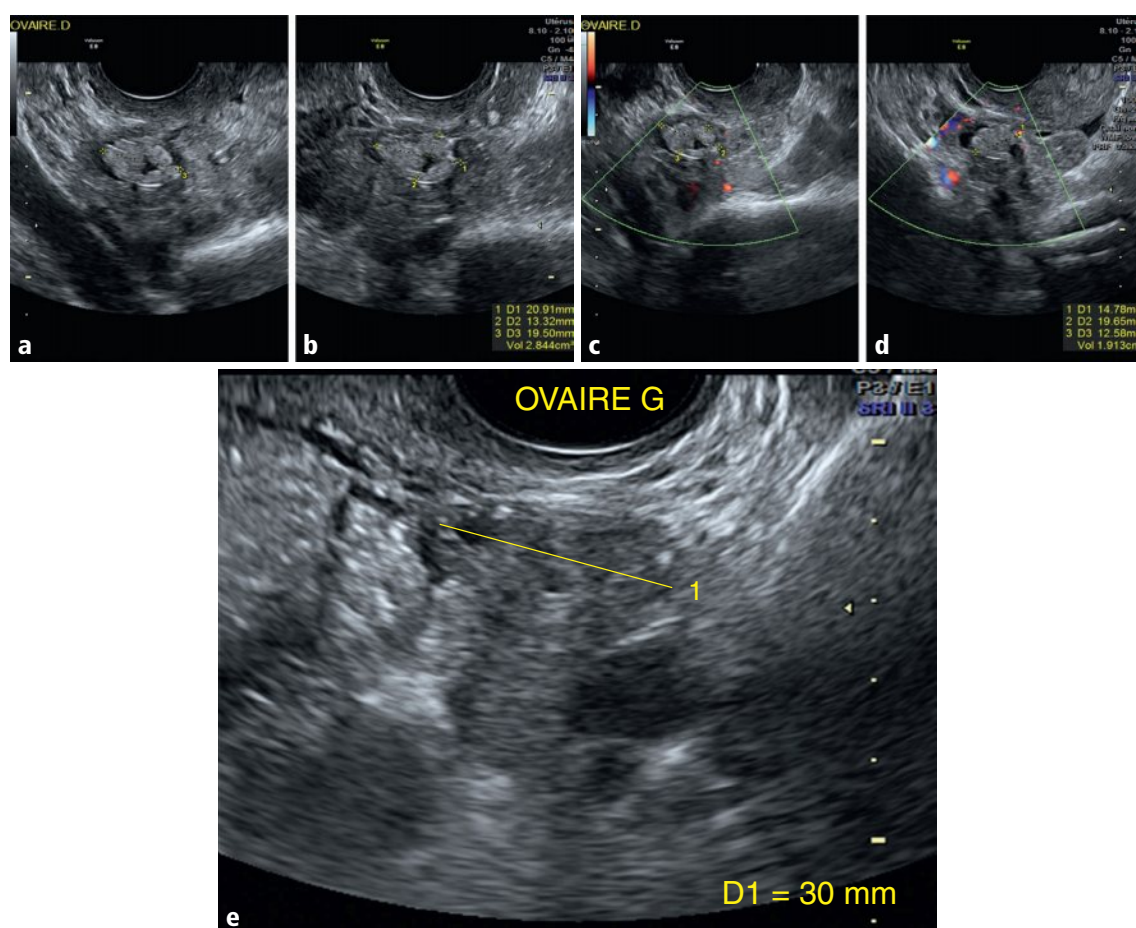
a–e Ovaire droit, coupes axiales obliques en mode B (a, b) et Doppler couleur (c, d), à hauteur du col utérin. Ovaire gauche, coupe axiale oblique en mode B (e).
